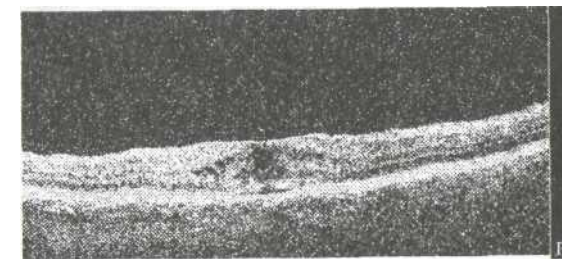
Оптическая когерентная томограмма макулярной области пациента после лечения
